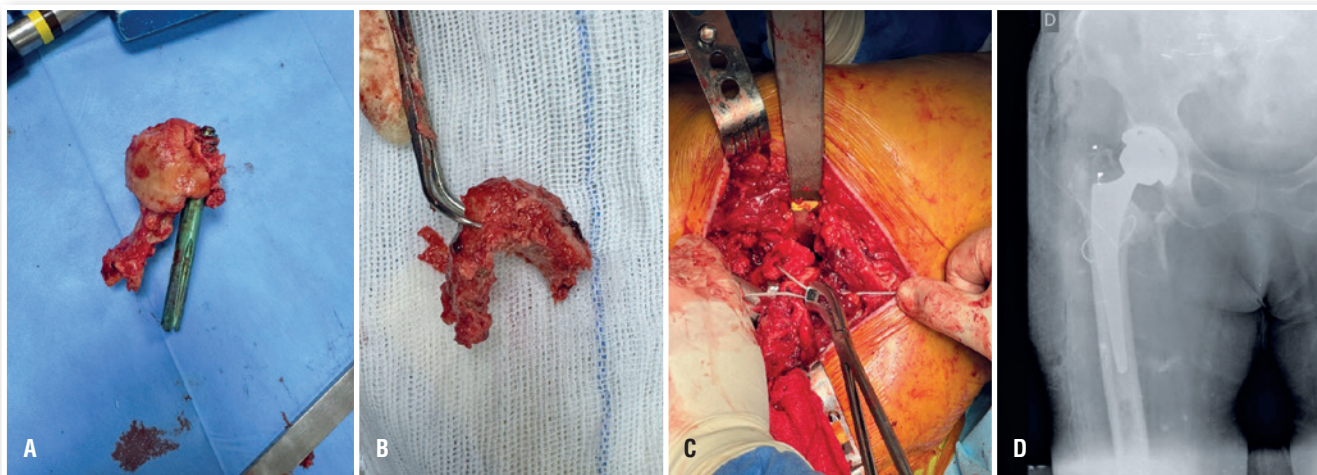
Artroplastia total do quadril com enxerto da cabeça femoral. A. posição encontrada do parafuso em relação à cabeça (posterior); B. enxerto da cabeça femoral preparado; C. fixação do enxerto na artroplastia do quadril; D. radiografia pós-operatória imediata.
